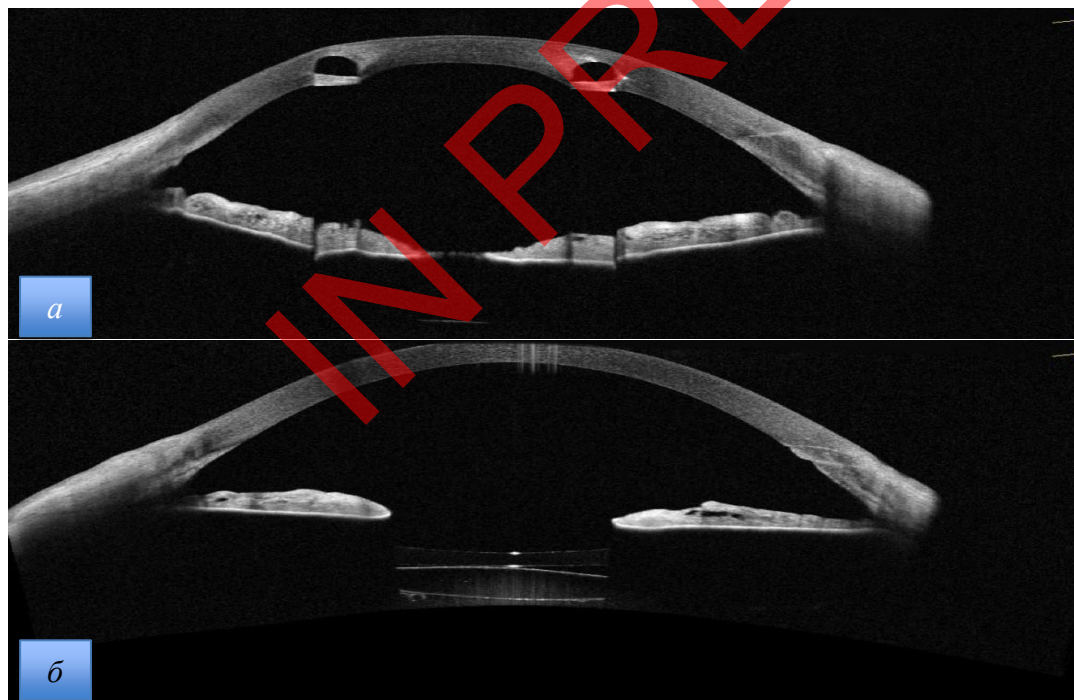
Оптическая когерентная томография левого глаза после оперативного вмешательства: *а* — интрастромальный роговичный сегмент; *б* — в задней камере визуализируются добавочная интраокулярная линза и заднекамерная интраокулярная линза.
